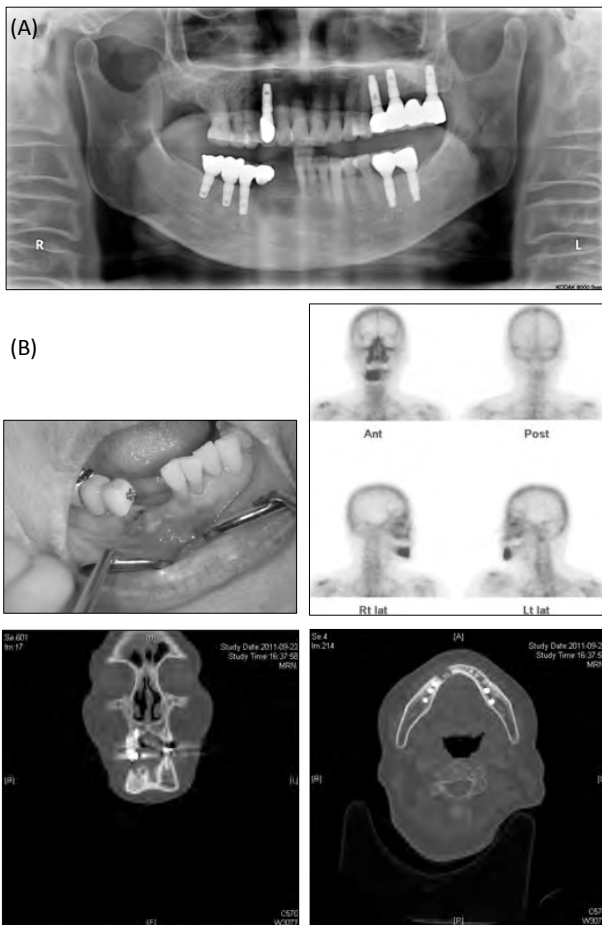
(A) Initial panoramic view in OMFS at Samsung Medical Center. (B) Initial intraoral, bone scan, CT images.
